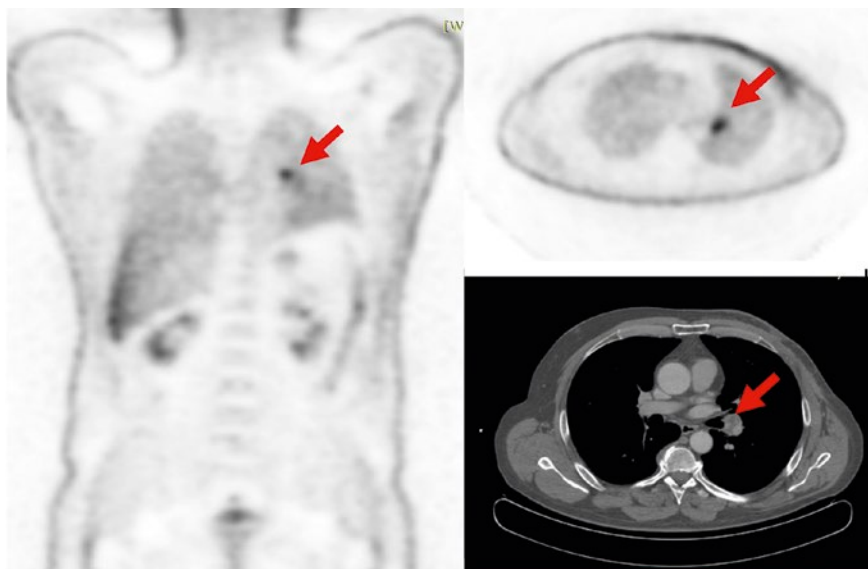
ПЭТ-КТ 11/2021. Прогрессия болезни. Метастаз в лимфоузле корня левого легкого 22 × 20 мм, с $SUV_{max} = 5,75$.
